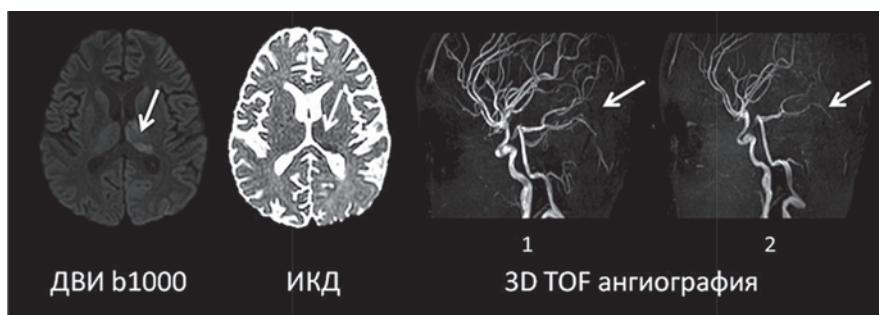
МРТ головного мозга пациента 5 лет с энцефалитом, вызванным ВГЧ6. МРТ изображения в аксиальной проекции в режиме диффузионно-взвешенные изображения (ДВИ) с соответствующим измеряемым коэффициентом диффузии (ИКД) и ангиографии в сагиттальной проекции. Определяется небольшая зона цитотоксического отека в таламической области слева (показано стрелкой). При проведении ангиографии (обозначение 1, 2 на рисунке) при динамическом наблюдении отмечается обеднение сосудистого рисунка (показано стрелками) в вертебробазилярном бассейне (2)
